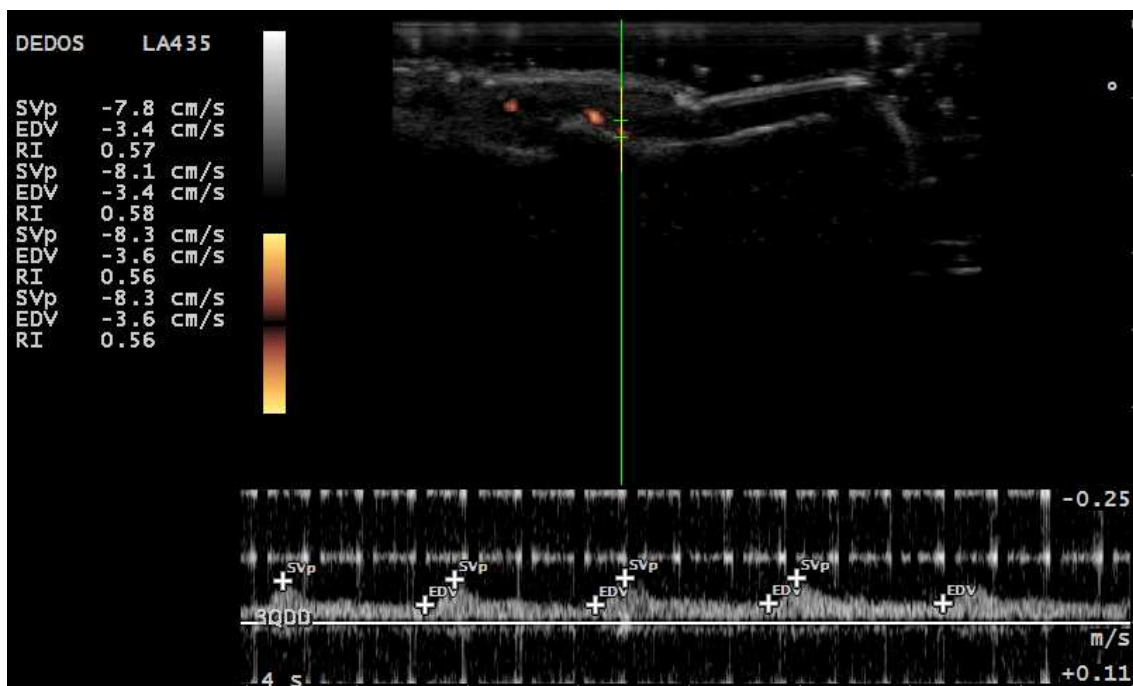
Medida do IR através do Doppler Espectral --> primeiramente posiciona-se o cursor na velocidade de fluxo máxima da sístole (SVp) e após, na velocidade de fluxo no final da diástole (EDV). O software realiza o cálculo final do IR com essas medidas.
